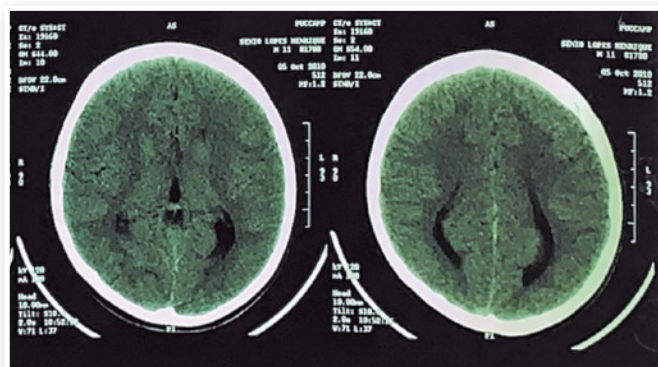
Tomografia computadorizada evidenciando ventrículos laterais paralelos entre si.
